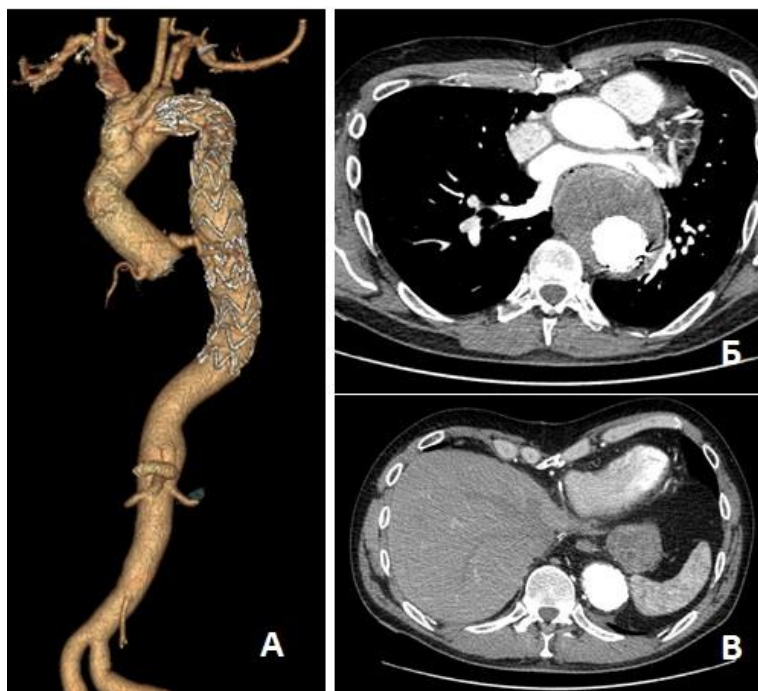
МСКТ-аортография пациента Б. через 6 лет. Состояние после процедуры Vorst и имплантации стент-графтов в нисходящий отдел аорты. А – трехмерная реконструкция аорты; Б – аксиальный срез на уровне бифуркации легочной артерии; В – аксиальный срез на уровне диафрагмы
